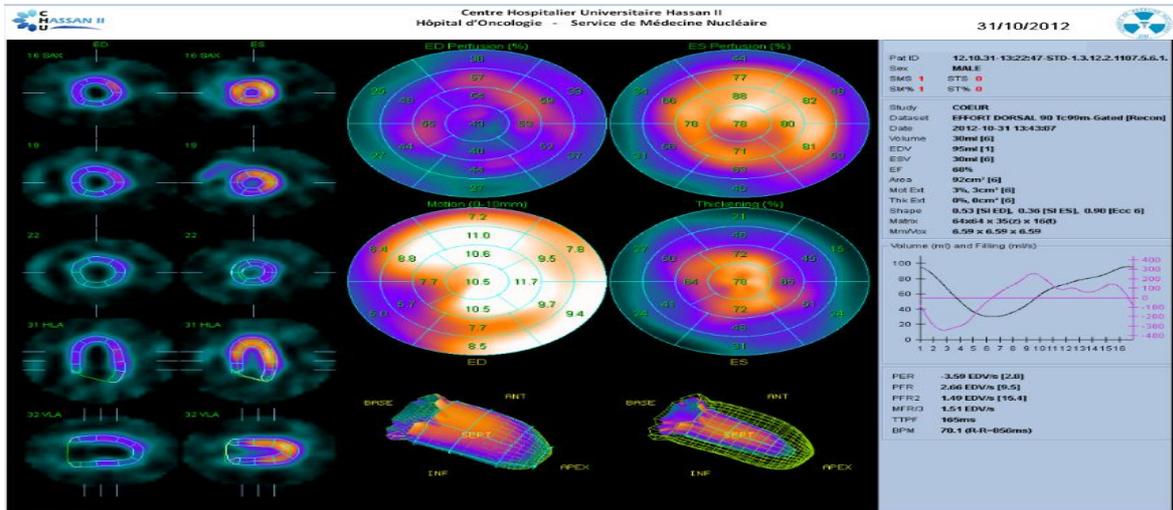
Etude de l'épaississement systolique et calcul de la FE VG en mode Gated SPECT
